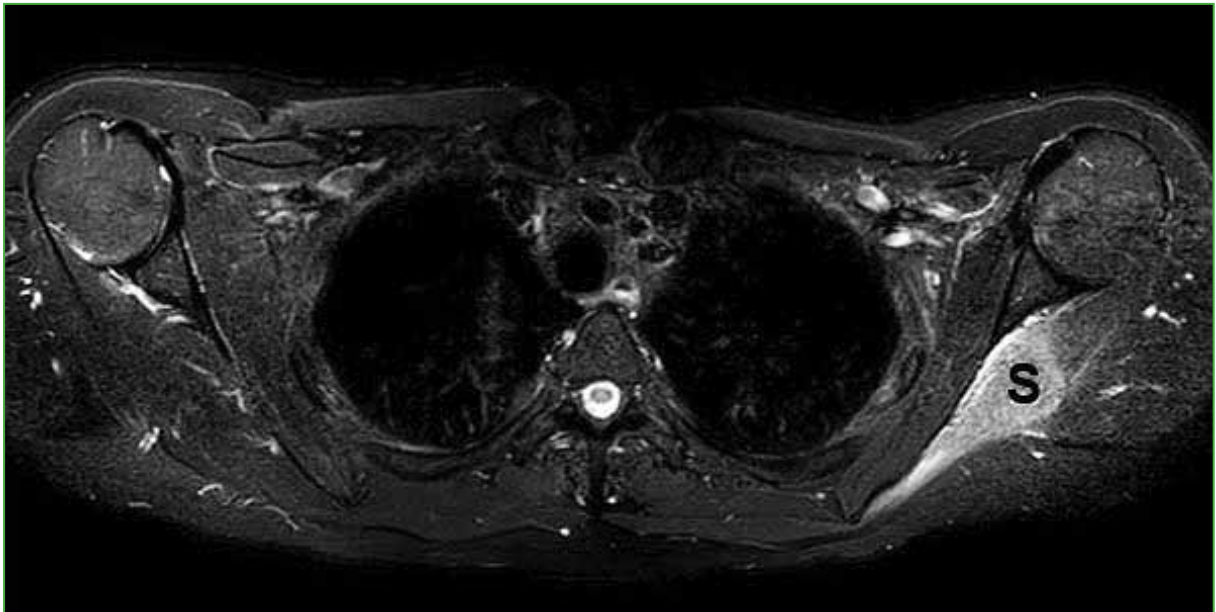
Resonancia magnética de hombro izquierdo, corte axial, secuencia STIR. Se observa edema en relación con el músculo supraespinoso (S).
